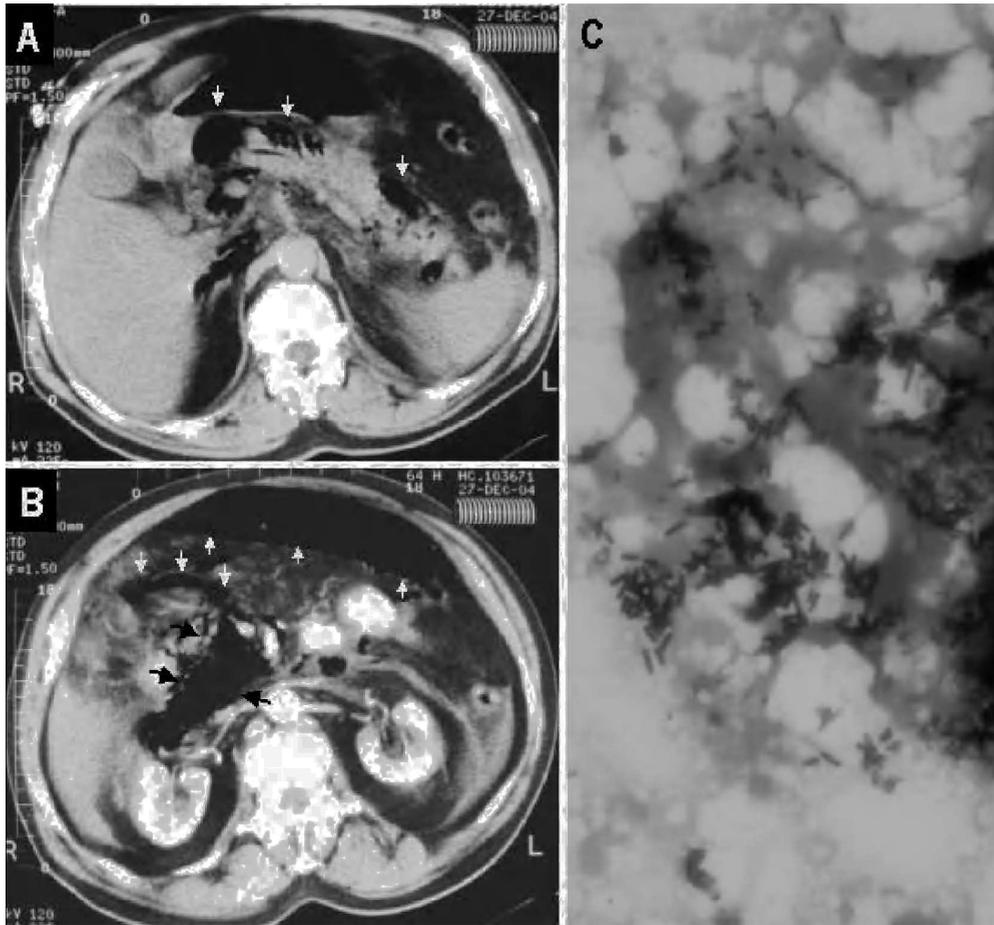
Una tomografía computarizada abdominal con contraste muestra la presencia de gas en cuerpo y cola del páncreas (flechas blancas) (A) y aire libre intraperitoneal (flechas blancas) y retroperitoneal (flechas negras) (B). Tinción de Gram revelando bacilos grampositivos (C).
